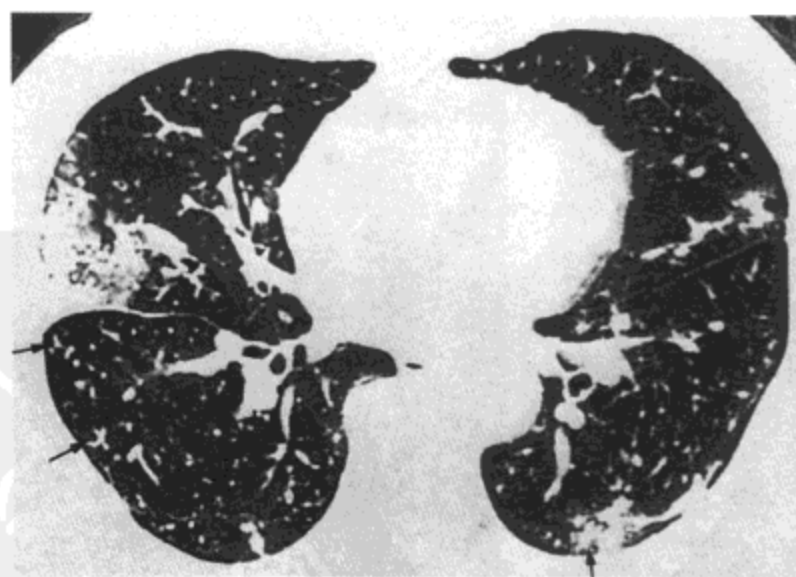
血管内转移。高分辨率 CT 影像 (1.5mm 层厚) 示双侧胸膜下实变与小分支状线样影及小叶中心结节影 (箭号) 形成树芽征。组织学检查示小叶中心结节与线样影代表肿瘤与黏液引起的小叶内血管扩张；实变区为肺梗死的反映。病人为一 60 岁男性胆管癌患者 (感谢韩国汉城朝鲜大学 Guro 医院的 Eun-Young Kang 大夫提供病例。)
